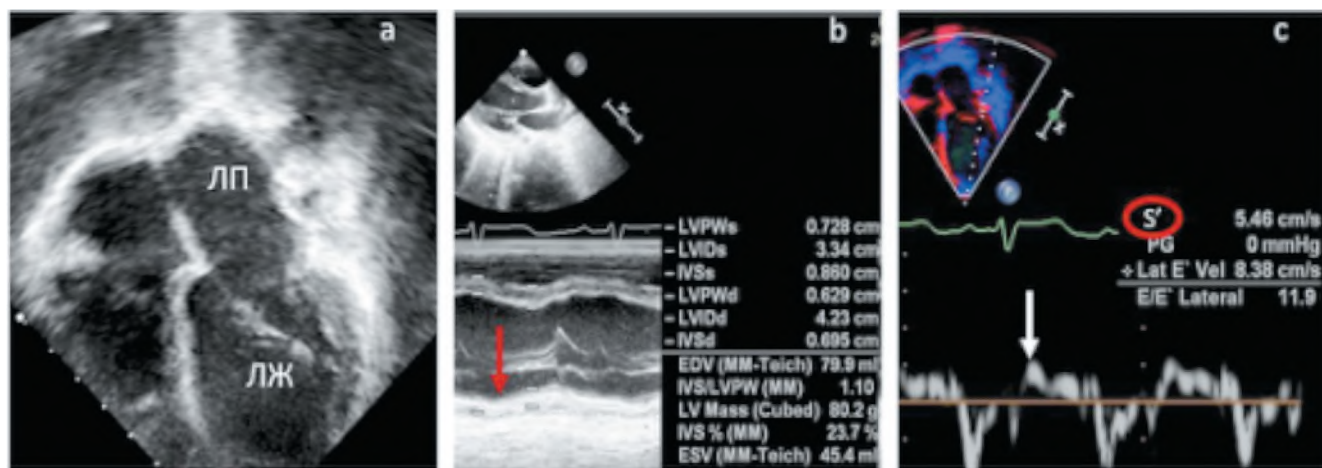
(а-с). Результаты эхокардиографии:
